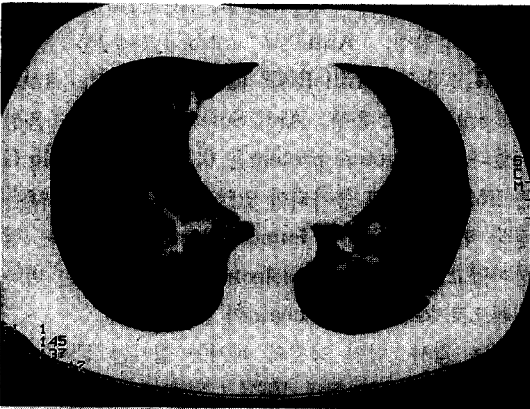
Chest CT shows multiple small nodules at peripheral portion, and multiple bullae of variable size at both lower lobes of lung.
